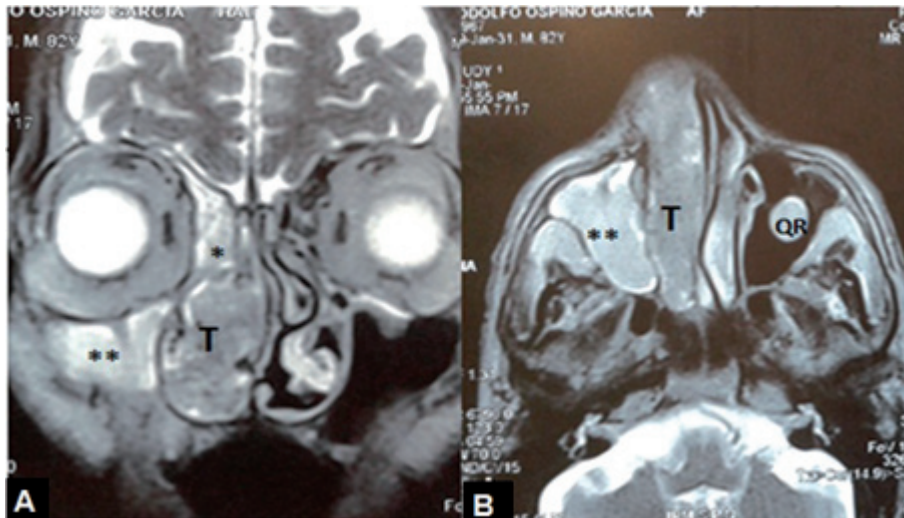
RM de SPN: corte coronal (A) y axial (B) en T2. Se observa tumor (T) isointenso en la fosa nasal derecha y contenido hiperintenso en el seno maxilar () y etmoidal (*). Quiste de retención (QR) en el seno maxilar izquierdo.
